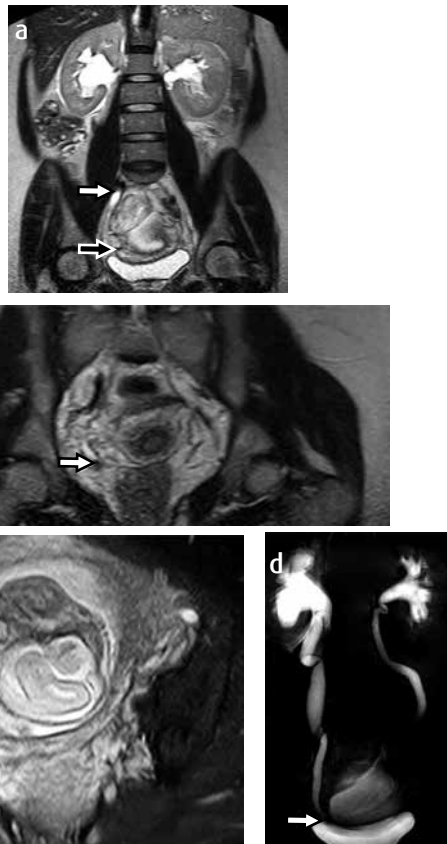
Paciente de 31 años de edad con embarazo de 27 semanas. Consulta al servicio de urgencias por dolor en la fosa iliaca derecha. Le practican una uorresonancia magnética por hidronefrosis bilateral de predominio derecho encontrada en una ecografía extrahospitalaria. a y b) Imágenes potenciadas en T2 sin supresión grasa, corte coronal de la pelvis y el riñón derechos a) donde se observa una hidronefrosis derecha con dilatación del uréter distal. b) A nivel de la pelvis se identifica un cálculo en la unión ureterovesical de este lado (estructura hipotensa redondeada, [flecha]). c) Imagen axial en STIR de la pelvis ósea, demuestra el feto, con el uréter derecho dilatado en el cruce con los vasos ilíacos (flecha). d) Reconstrucción de uorresonancia en 3D, donde se observa la dilatación bilateral de los sistemas colectores, predominantemente del derecho. El uréter distal de este lado presenta una terminación abrupta, con configuración de menisco debido a la presencia de un cálculo en esta zona (flecha).
